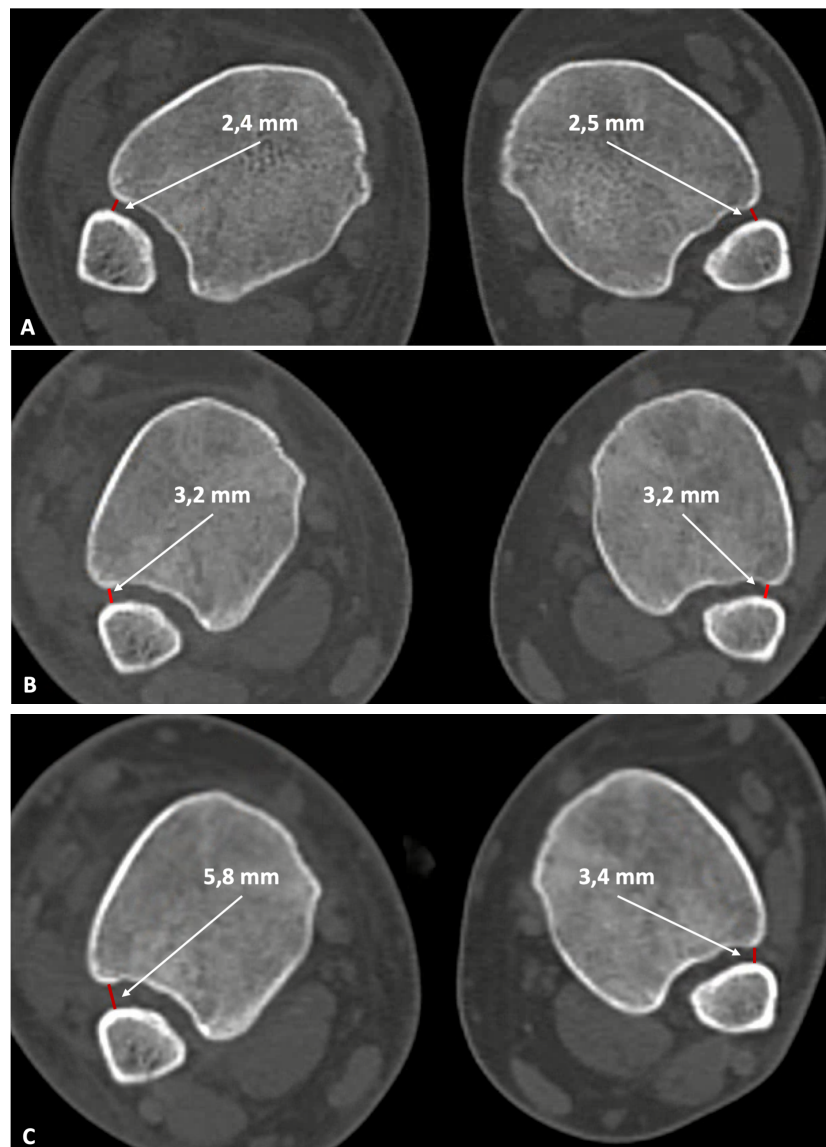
Resultados dos testes de TC de um mesmo participante considerando a diferença da medida do parâmetro rotacional a entre o lado direito com entorse e o lado contralateral saudável. Imagem A mostra um resultado falso-negativo para o teste TCPN com diferença igual a zero. Imagens B e C mostram resultados verdadeiro-positivos para os testes TCME-JE e TCME-JF com diferenças maiores que 1,0 mm
